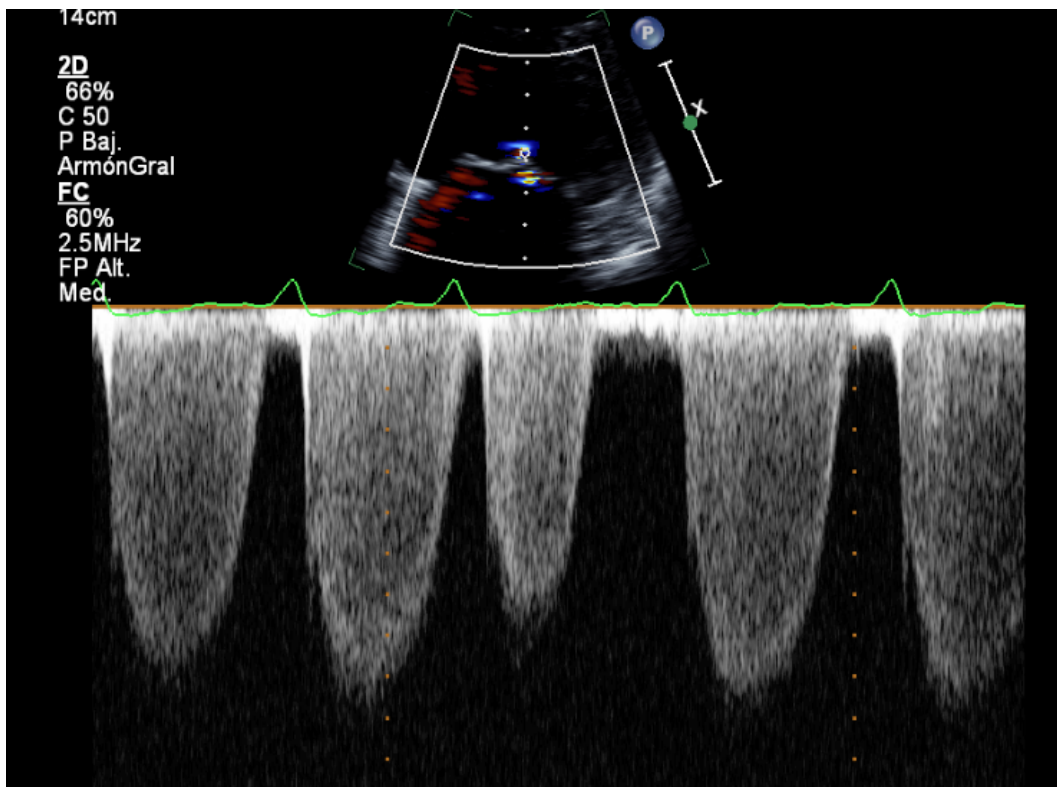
Curva de Doppler continuo del chorro regurgitante en un paciente con insuficiencia mitral severa.
